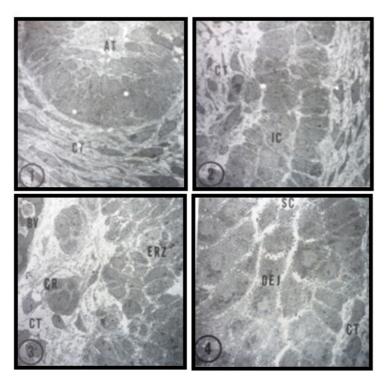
lamina dental humana de diente deciduo que muestra cuatro zonas: zona 1, la punta en avance (AT); zona 2, cordón intermedio (IC); zona 3, residuos de tejido epitelial (ERZ) y zona 4, unión epitelial bucodental (OEJ). Tejido conectivo (CT), célula residual (CR), vaso sanguíneo (BV), células espinosas (SC).
